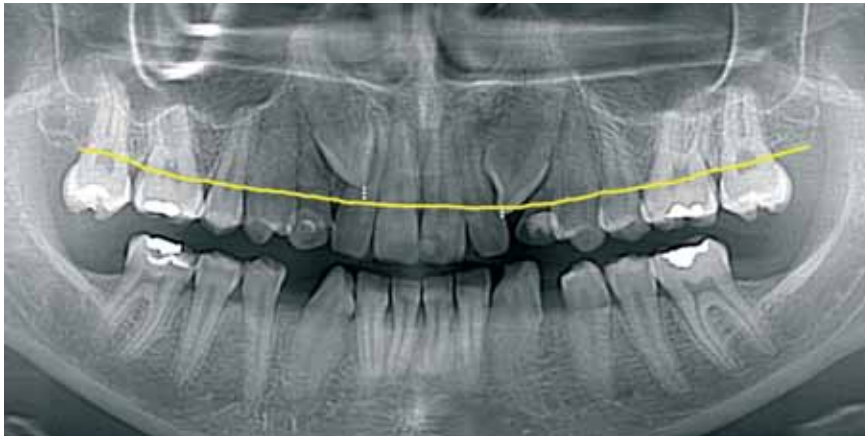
Ортопантомограмма пациентки Ш-ло М., 16 лет, с различным уровнем расположения ретенированных 13, 23 зубов относительно альвеолярного гребня
